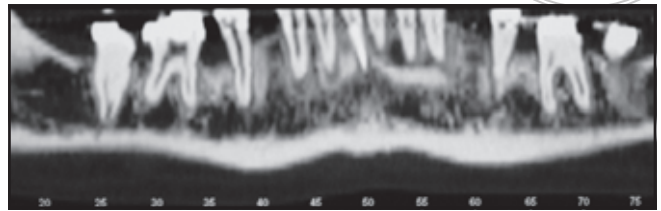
Das CT zeigt die Qualität und Quantität des neugebildeten Knochens, der dicht und kortikalisartig erscheint.
